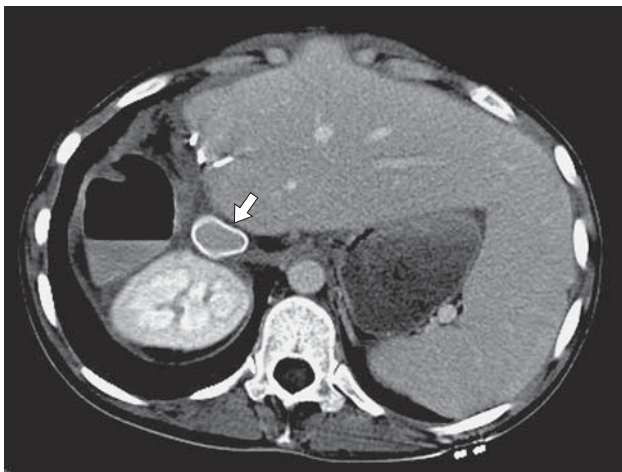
Компьютерная томограмма. Культи печени и протез НПВ (стрелка) через 2 года после операции.
